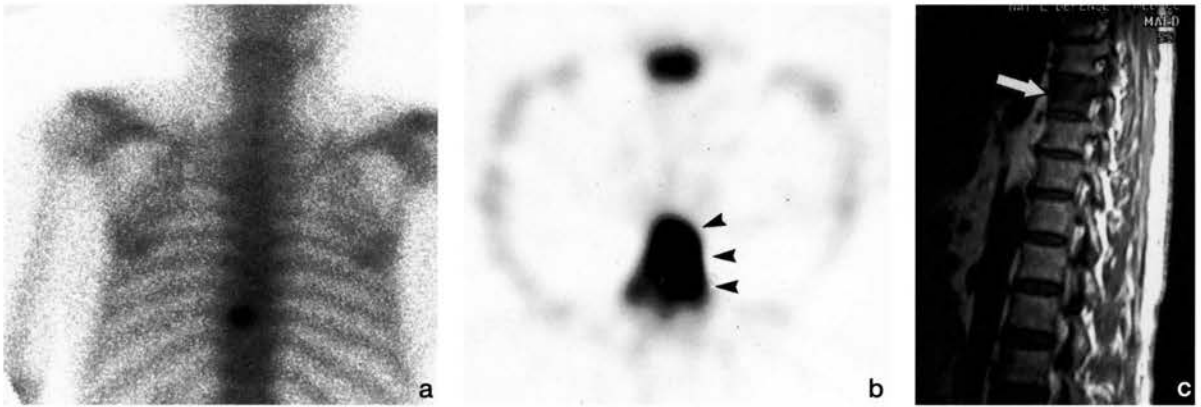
a, b, c 肺癌胸椎転移。Planar像ではTh9の一部に局限した集積増加を認める(5a)。しかし、SPECT像では椎体、左椎弓根に及ぶ広範囲集積増加が見られる(5b)。MRI T1WIではTh9の椎体に低信号を認める(5c)。
